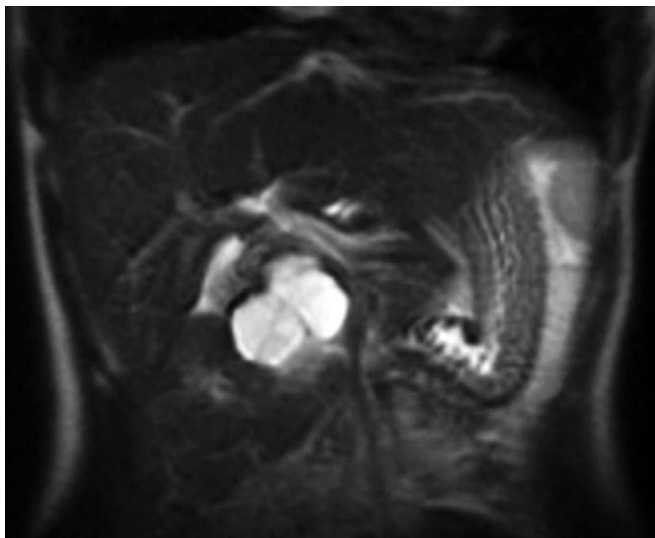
Imagen coronal de RM FSE-T2.
